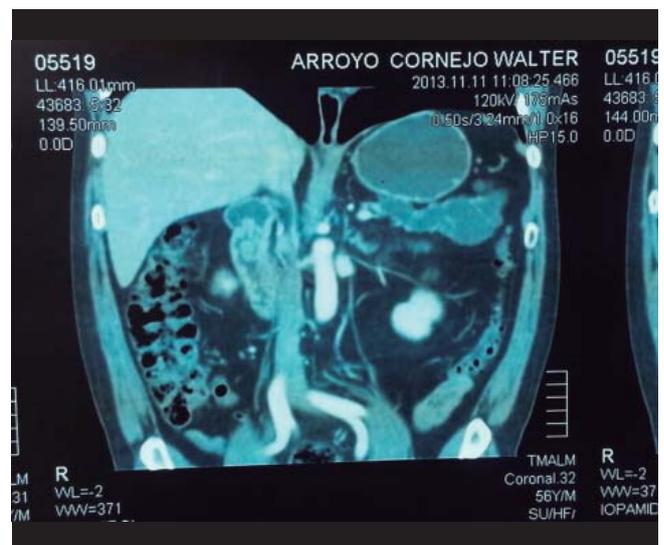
TAC Abdominal que muestra dilatación quística multiloculada heterogénea a predominio de páncreas distal, que llega a reemplazar todo su parénquima.
